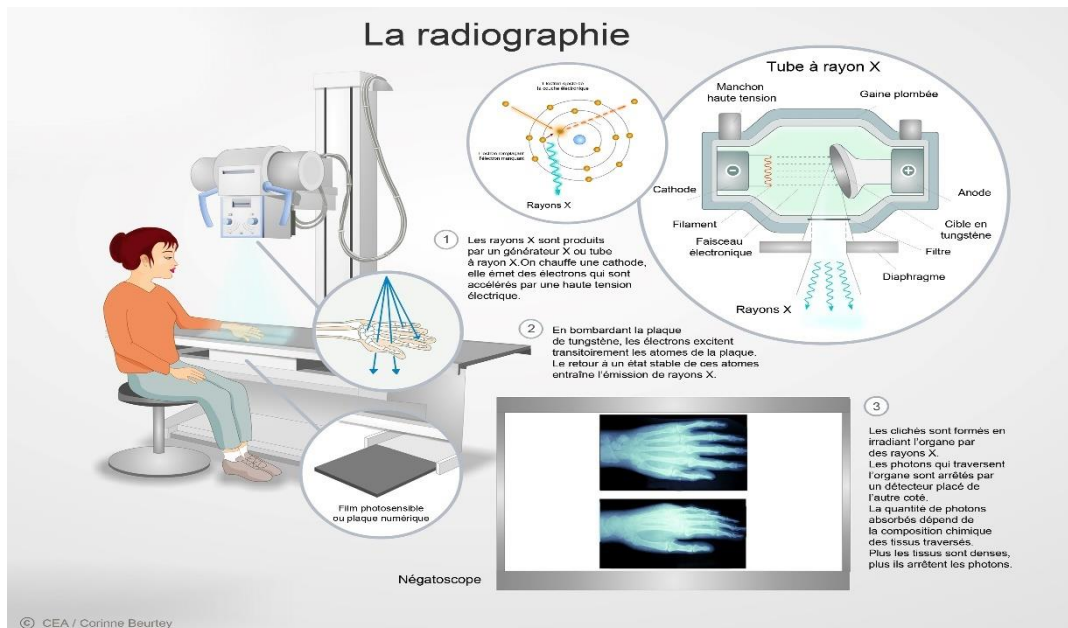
La radiographie.
